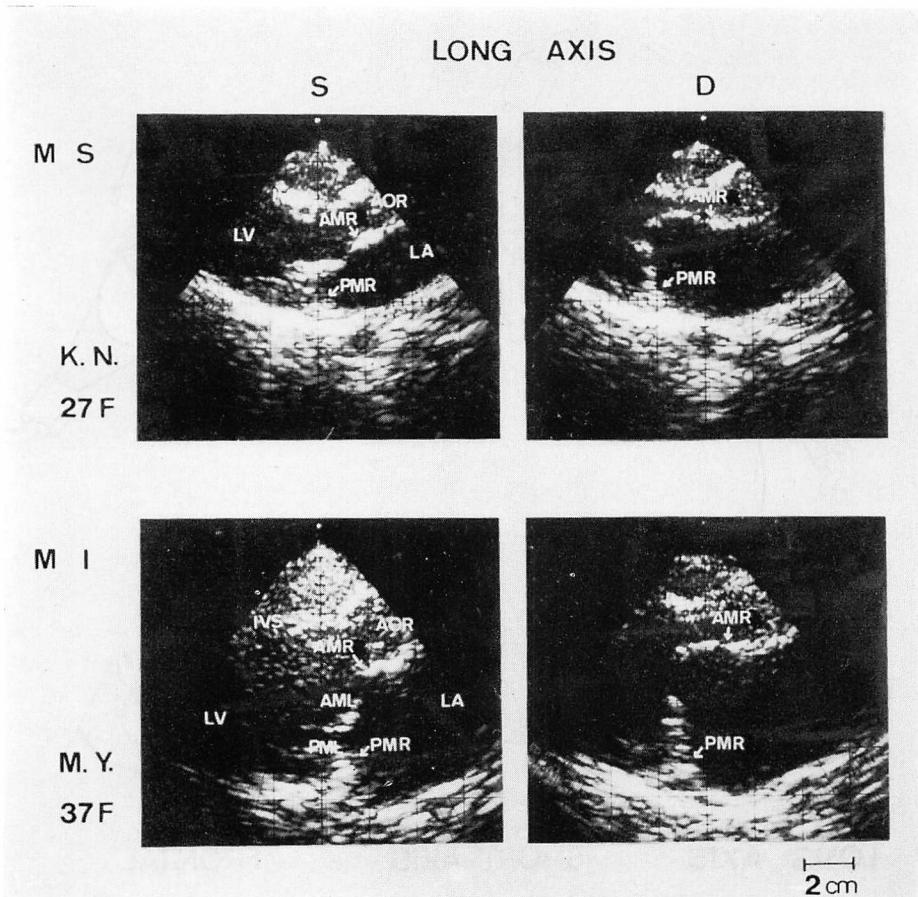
Cross-sectional echocardiograms in the long axis view.
